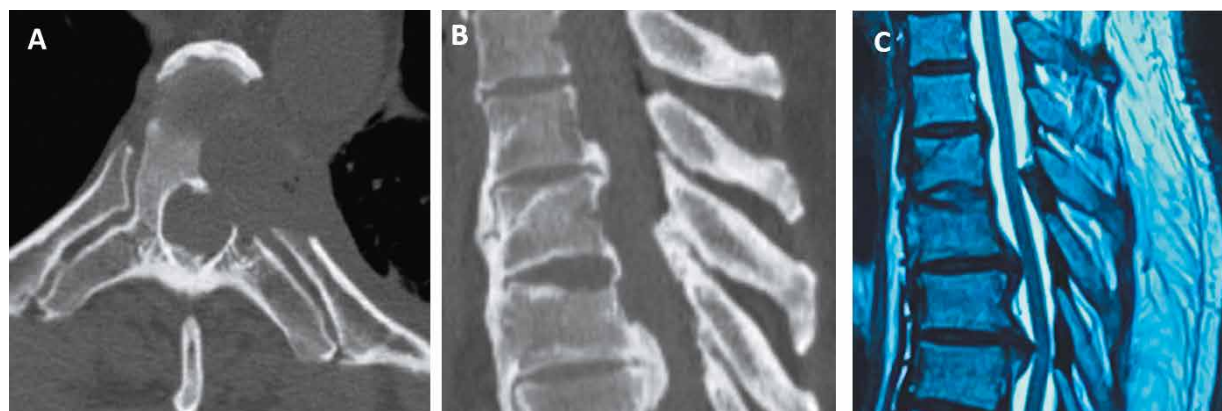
TC de la columna torácica en corte (A) axial y (B) sagital demostrando el corredor quirúrgico realizado, la resección de la hernia calcificada gigante T6. (C) RMN secuencia T2 se comprueba la descompresión del sacodural T6-T7
